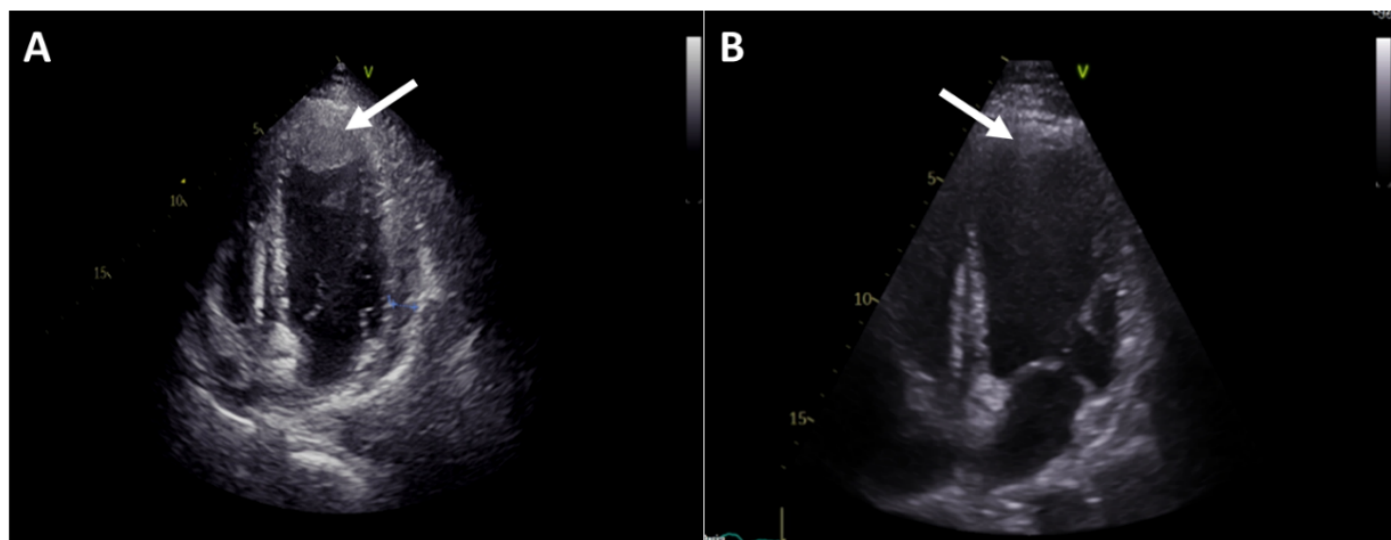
Ecocardiograma transtorácico (ETT) em vista apical de quatro câmaras evidenciando trombo apical do ventrículo esquerdo (seta). (A) Exame inicial demonstrando trombo apical de maiores dimensões. (B) Ecocardiograma de seguimento após três meses de terapêutica anticoagulante, evidenciando redução significativa do tamanho do trombo.
